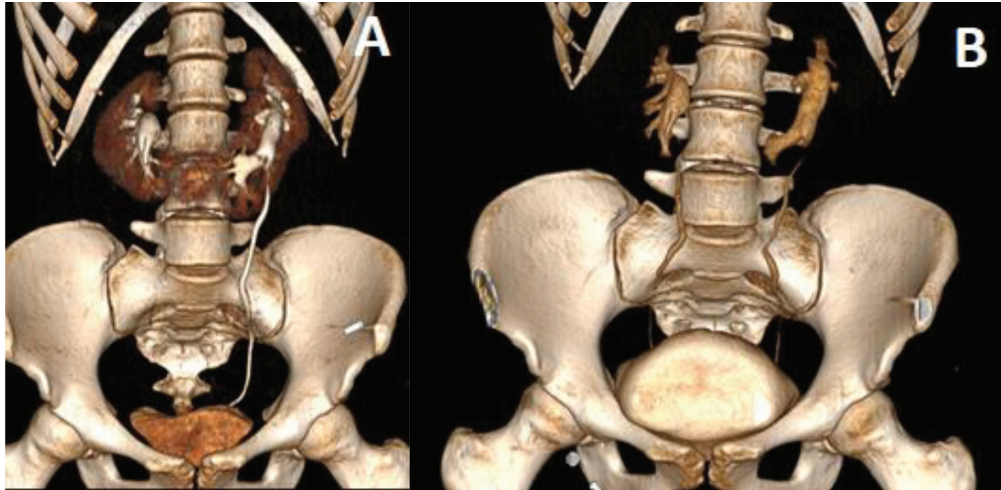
А і В. Дівчинка П. 17 років. Підковоподібна нирка. 3-D реконструкція КТ. Послідовно виконана екскреторна фаза на спині (А) і животі (В).
